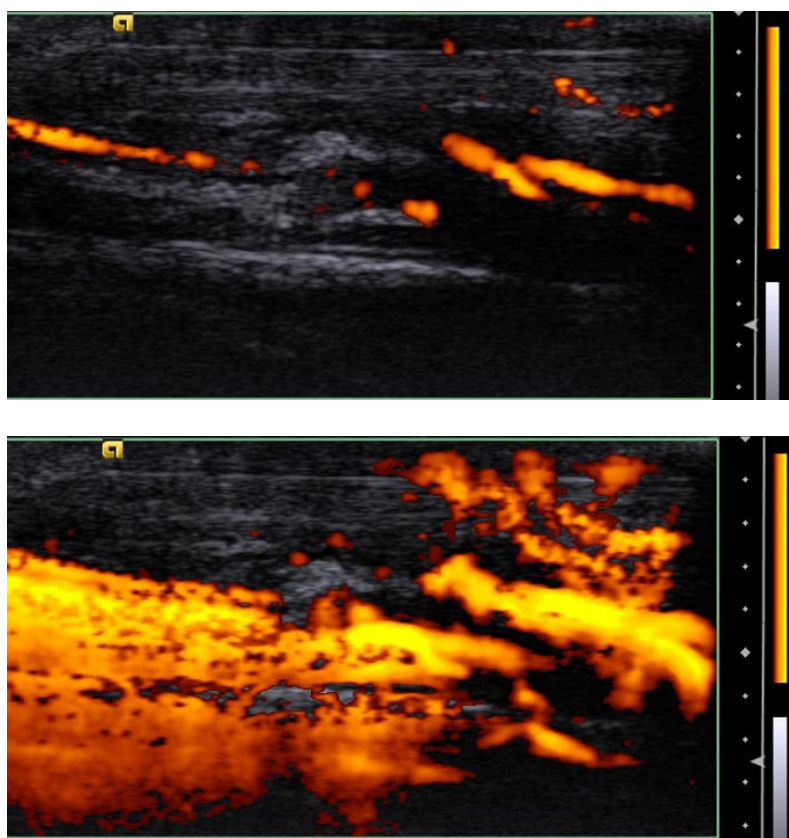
超音波顯影劑可增加肌腱炎的肌腱其內部之血流顯影：(上圖) 注射前，(下圖) 注射 1 分鐘後 (by 張凱閔醫師)
